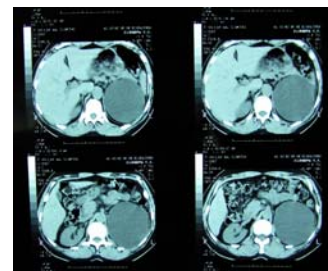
Компьютерная томограмма больной И., 49 лет. Киста верхнего сегмента левой почки
